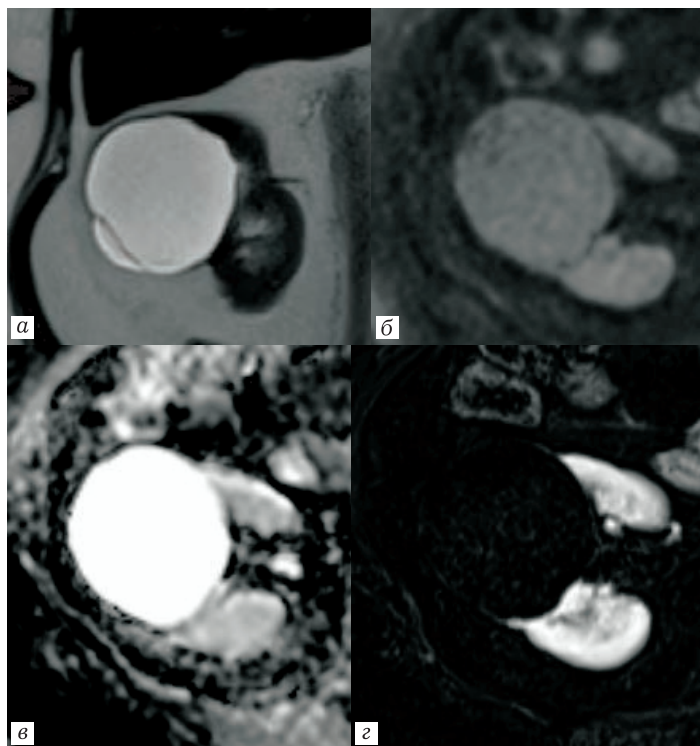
МРТ (фрагмент изображения — правая почка) Т2-ВИ (а) (корональная плоскость), а также ДВИ с $b=800$ (б), ИКД (в) и постконтрастное субтракционное изображение (г). Киста Bosniak IIF.
